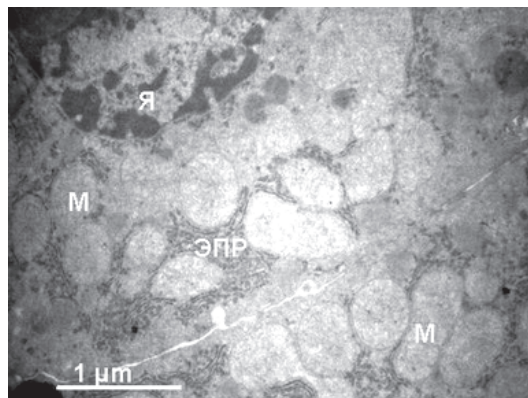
Ультраструктура фрагмента гепатоцита после 1-часового гипотермического хранения печени в сахарозосодержащем растворе и последующей нормотермической реперфузии: Я – ядро; М – митохондрии; ЭПР – эндоплазматический ретикулум
